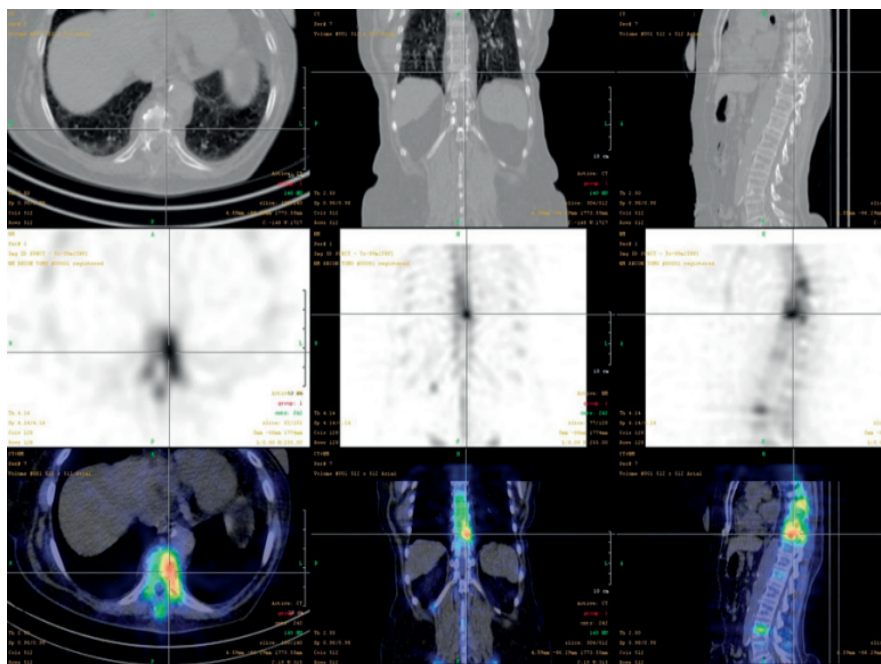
Câncer de mama com metástases ósseas mistas (TC superior da figura , SPECT na parte central, imagens SPECT/CT fundidas na parte inferior).
